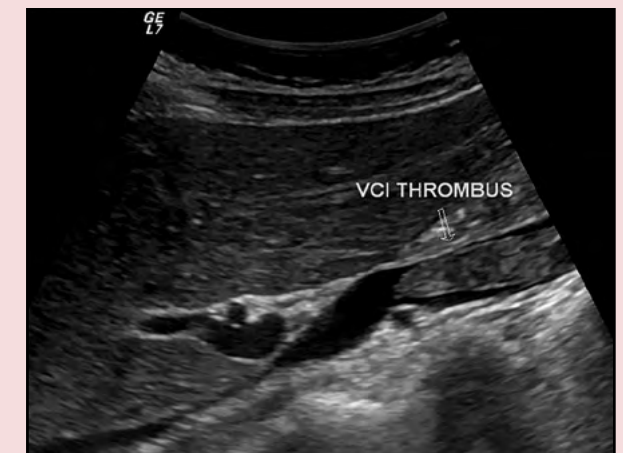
Duplexsonographie eines umflossenen Thrombus in der Vena cava inferior
